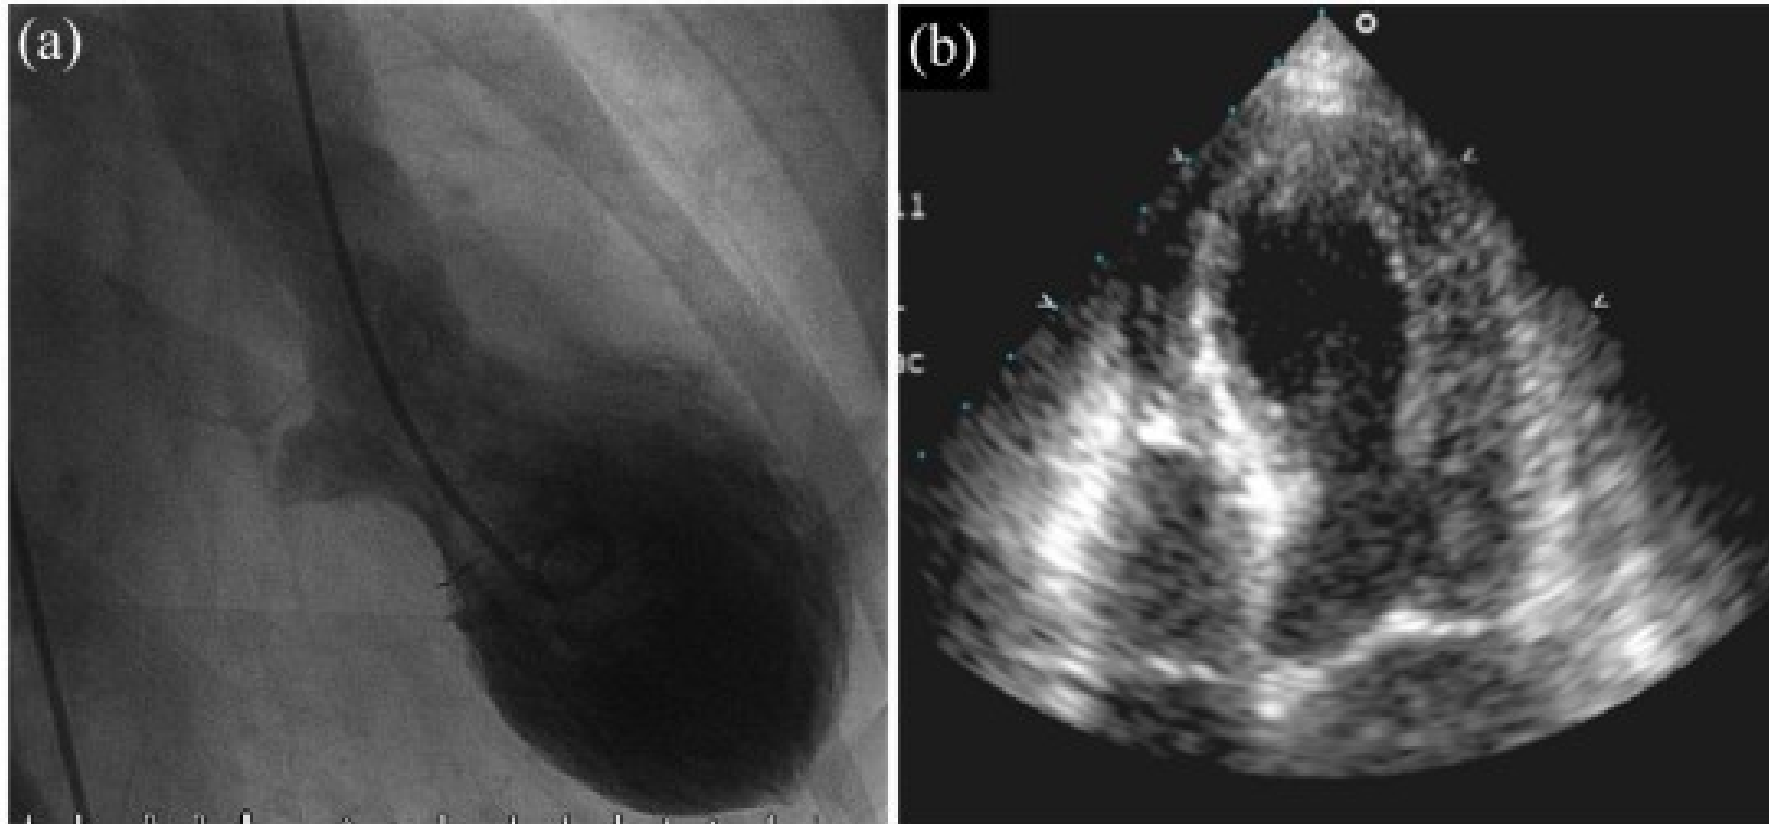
(a) Left ventriculogram right anterior oblique projection in end-systole demonstrating apical ballooning. (b) Four chamber transthoracic echocardiogram in end systole demonstrating apical ballooning. The area around the apex shows akinesis, and the basal segments display hypercontraction.
